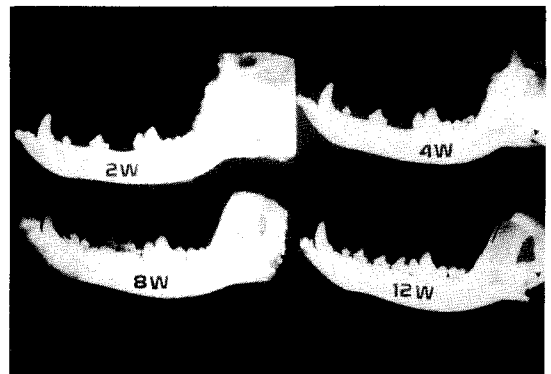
Radiographic findings of open reduction group. Irregular condylar surface is observed at 12 weeks after operation.
